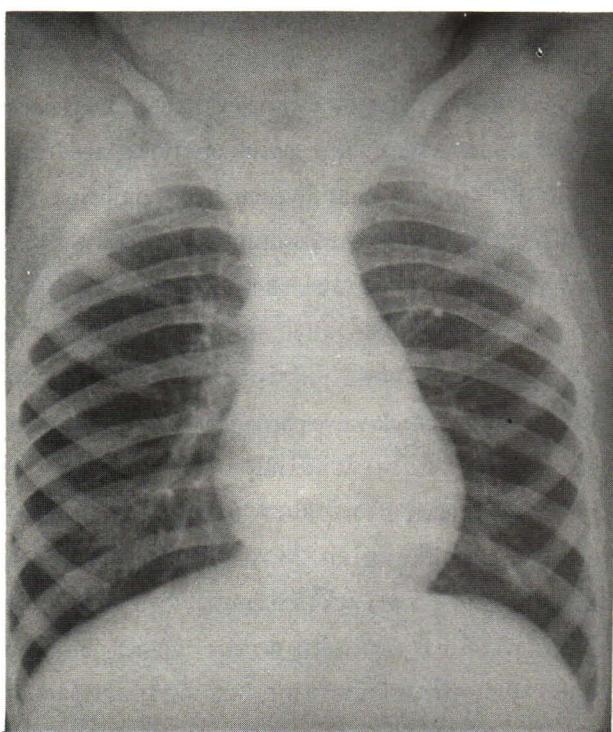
The 6 years old boy who presented the history of the aspiration of the nut for one month, since then he had the symptoms of nonproductive cough without fever or dyspnea. The chest radiograph appeared normal, except the unseen air outline right main bronchus. The bronchoscopy revealed the nut in the right main bronchus which was unsuccessfully removed. The left thoracotomy was performed with bronchotomy removal of the nut from the left main bronchus
